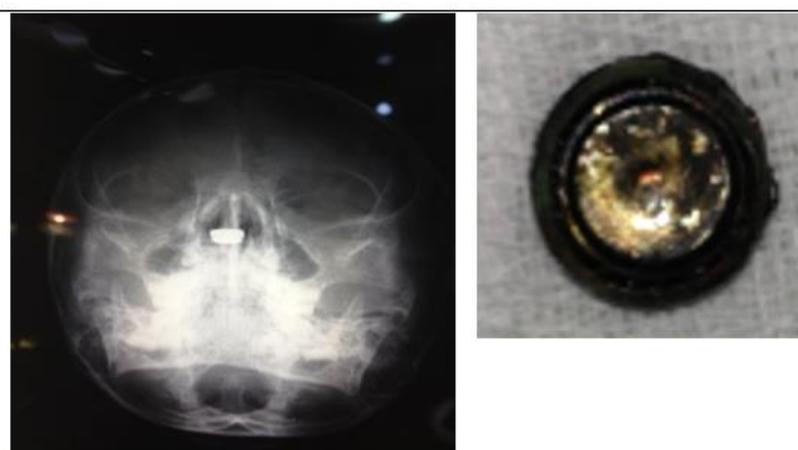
radiographie de la face montrant une perforation septale par pile bouton
